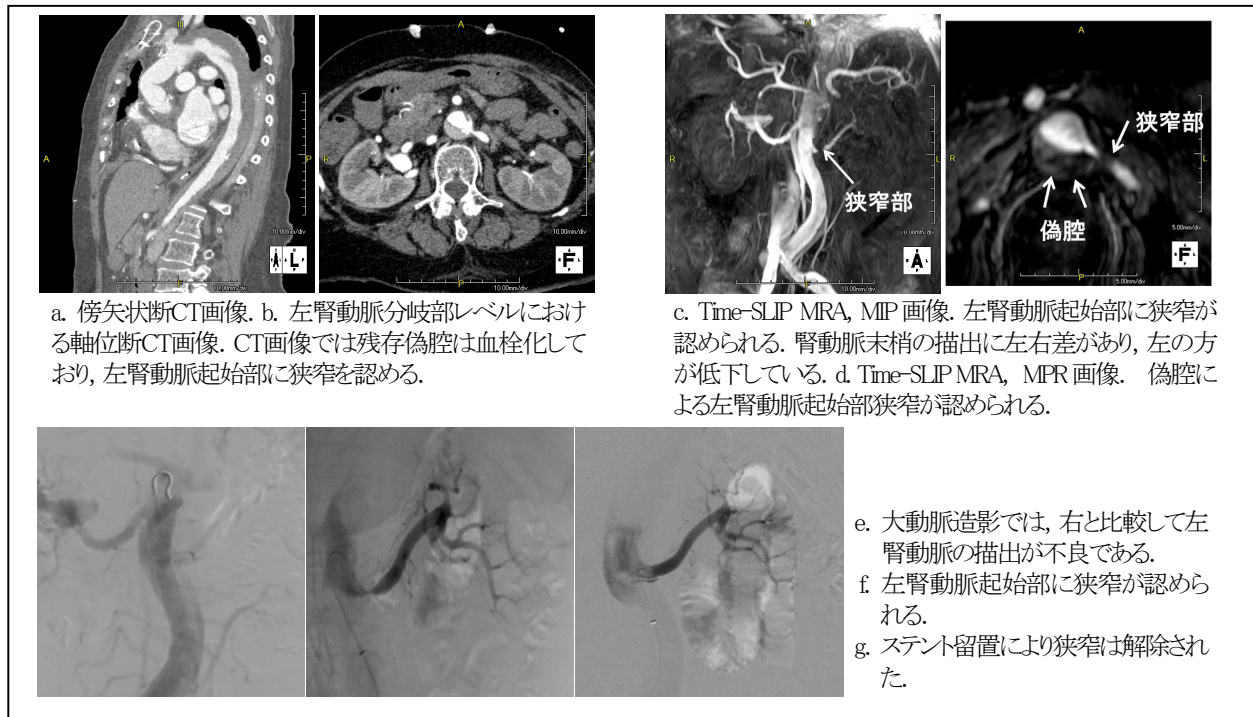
60歳代女性. Stanford A型大動脈解離に対する緊急上行大動脈置換術後 (a,b:CT画像 c,d:MR画像 e,f,g:DSA画像)
